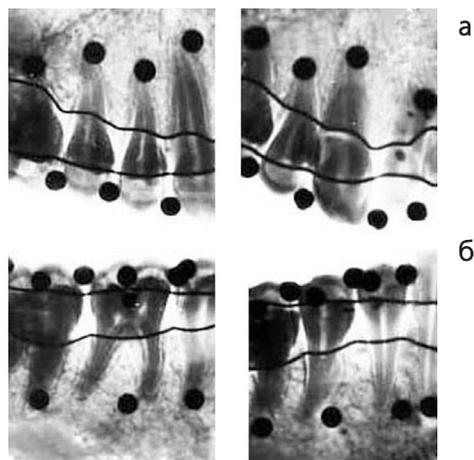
Внутриворотные периапикальные рентгенограммы скелетированных челюстей. Горизонтальные маркеры, установленные на вершинах наружной и внутренней кортикальных пластин челюстей, отображаются на расстоянии. Маркеру наружной кортикальной пластины на верхней челюсти (а) принадлежит нижний контур, на нижней челюсти (б) — верхний контур. Металлические шарики на верхней челюсти больше вытягиваются по вертикали
